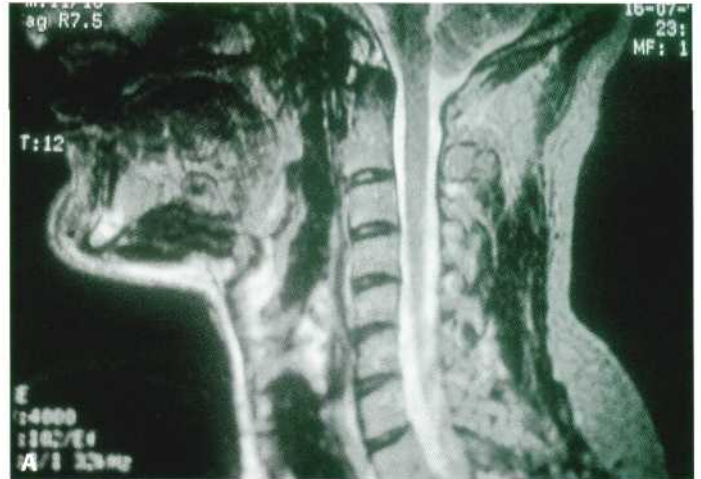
Estudio de las glándulas salivales (parótida) mediante resonancia magnética. (A) Plano sagital. (B) Plano coronal. (C) Plano axial.
